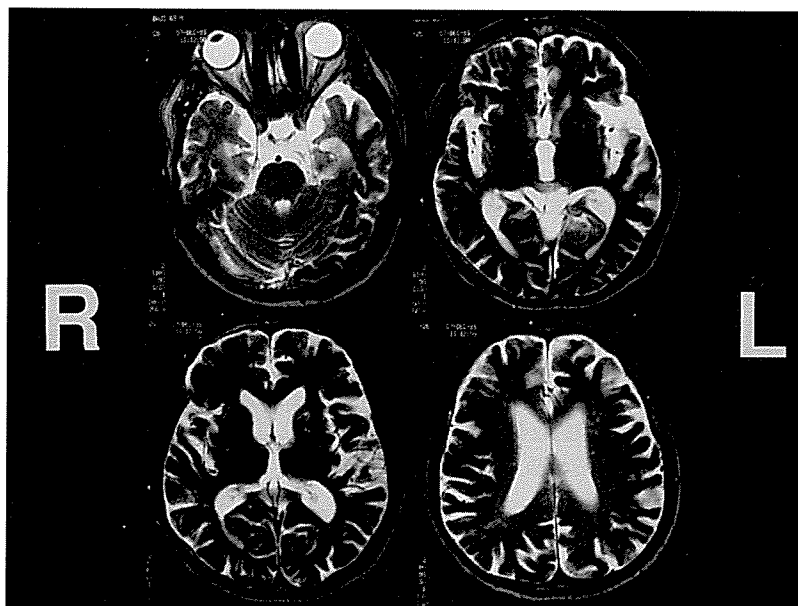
MRI T2強調画像，1993年12月撮影
